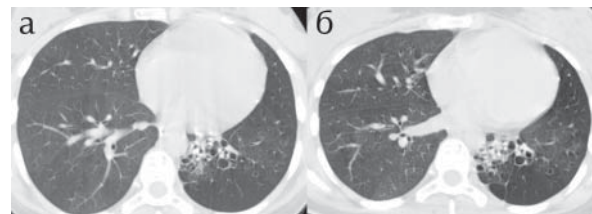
Инспираторная (а) и экспираторная (б) КТ. Нижняя зона.
